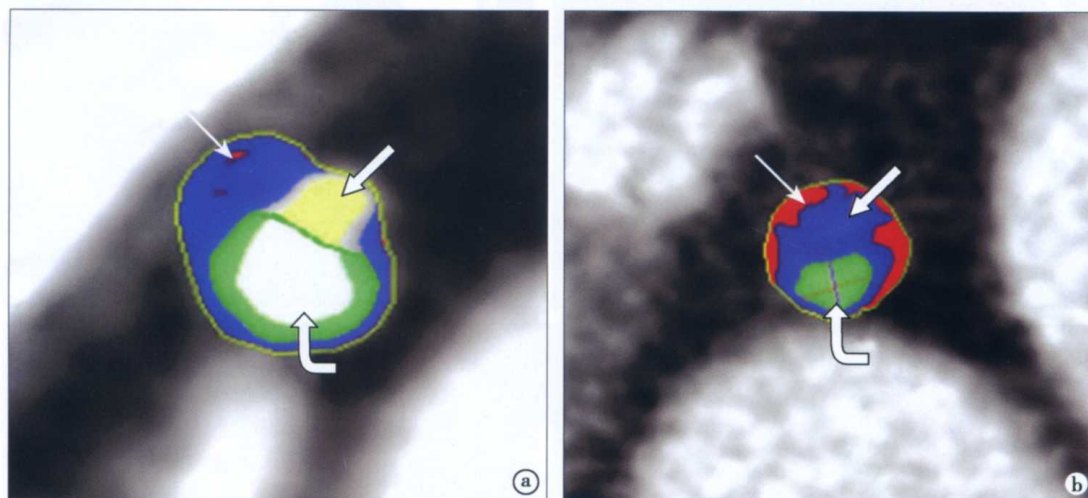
CT 后处理软件分析冠状动脉斑块
